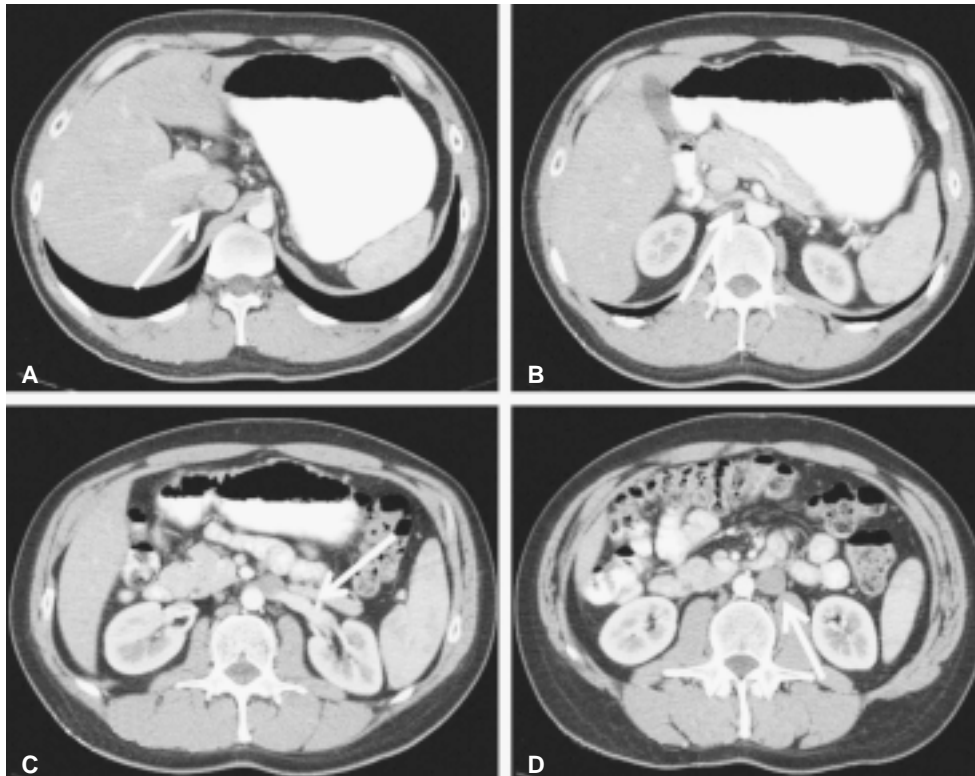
Se demuestran cortes axiales de TC en fase arterial en donde (A) se señala la porción hepática de la VCI, (B) se identifica el sitio en que la vena renal derecha cruza la aorta, (C) se señala a la arteria renal izquierda y (D) un corte inferior se identifica a la VCI con situación a la izquierda de la aorta.
